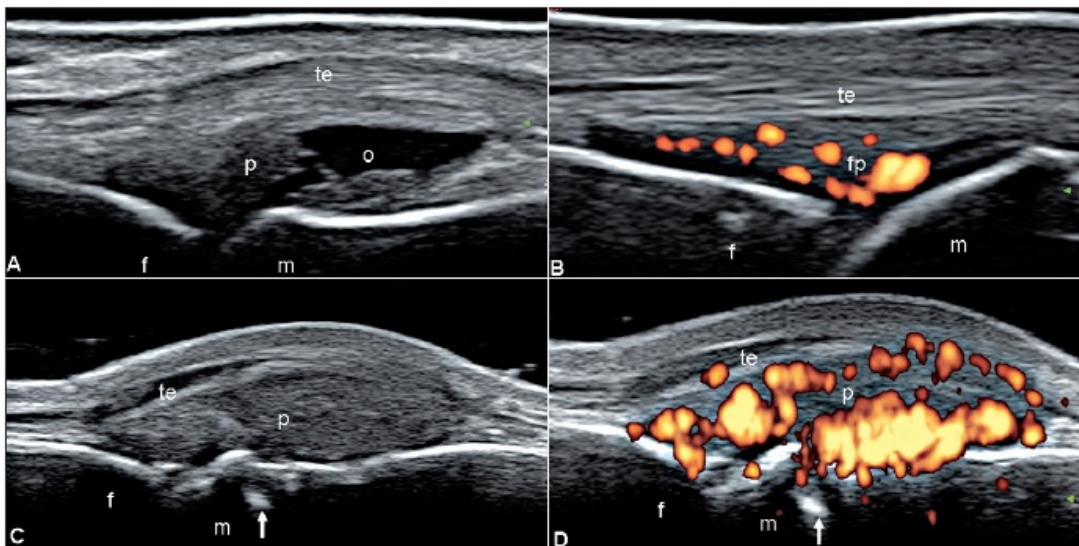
PsA. Articolazione MCF. Scansione longitudinale dorsale. A: Sinovite con contenuto misto, essudativo (o) e proliferativo (p). B: Segnale PD localizzato esclusivamente all'interno della "fat pad" intra-articolare (fp), in assenza di ulteriori segni ecografici degni di rilievo. C: Marcata distensione della capsula articolare con presenza di evidenti segni di proliferazione sinoviale (p) ed irregolarità del profilo osseo a livello della testa metacarpale (freccia). D: Fase tardiva caratterizzata da una marcata sinovite e dalla presenza di intenso segnale PD all'interno delle aree di proliferazione sinoviale e dell'erosione (freccia). m = osso metacarpale. f = falange prossimale; te = tendine estensore del dito.
